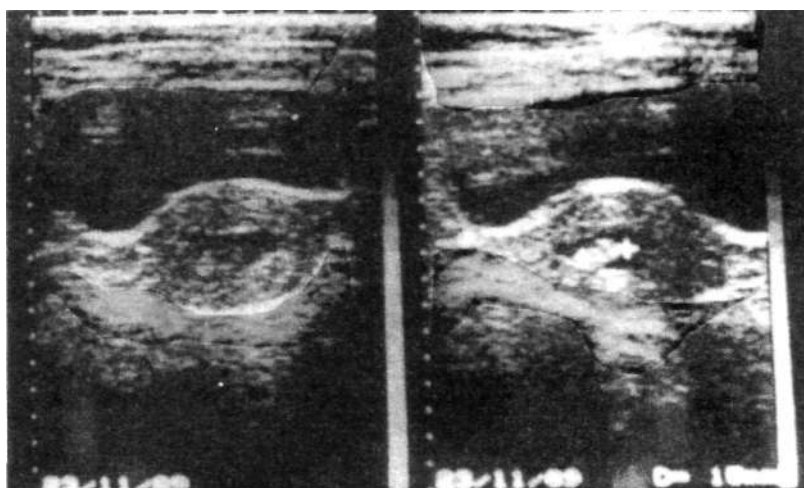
Histerosalpingografie ecografică cu evidențierea unui nodul cavitar.
